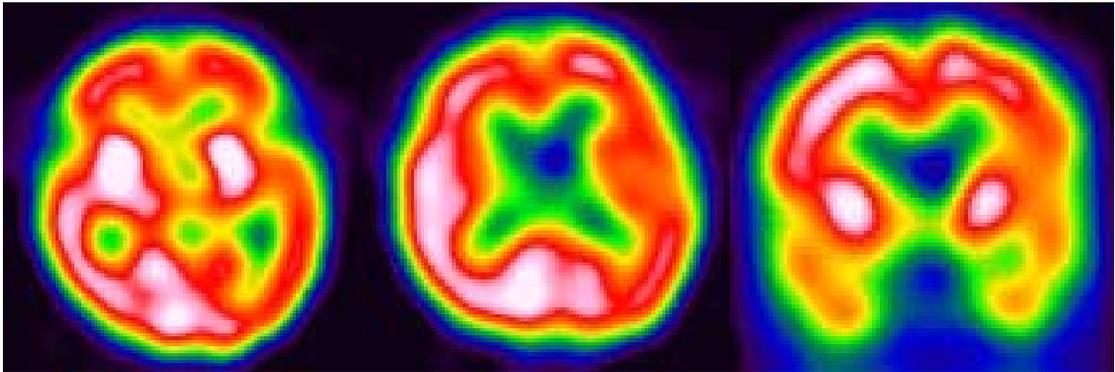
Brain SPECT(Tc-99m ECD) showed mild reduction of the tracer uptake in the left frontal, temporal, occipital and parietal lobes and left thalamus. Moderate to severe reduction of the tracer uptake in the left medial temporal lobe.
